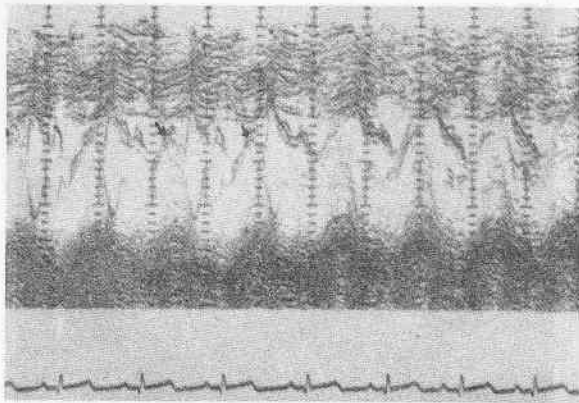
Ecocardiograma de la paciente 3. Se observan las alteraciones descritas en el paciente 2. Las flechas señalan el movimiento sistólico anterior de la válvula mitral.
